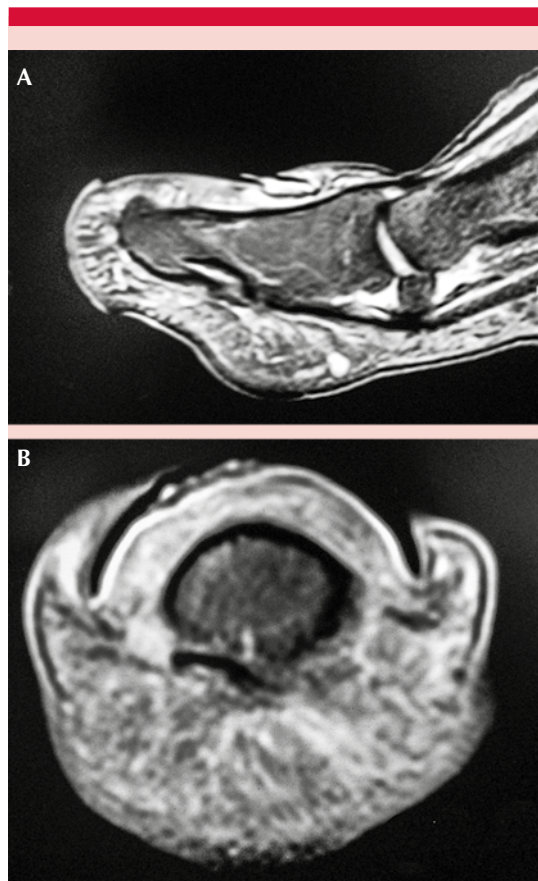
Resonancia magnética. A. Corte sagital: se observa una zona de engrosamiento laminar de la uña en la región lateral sin alteración nodular o estructuras vasculares del lecho ungular. B. Corte axial: las imágenes muestran cavitaciones que contienen las extensiones filamentosas.
